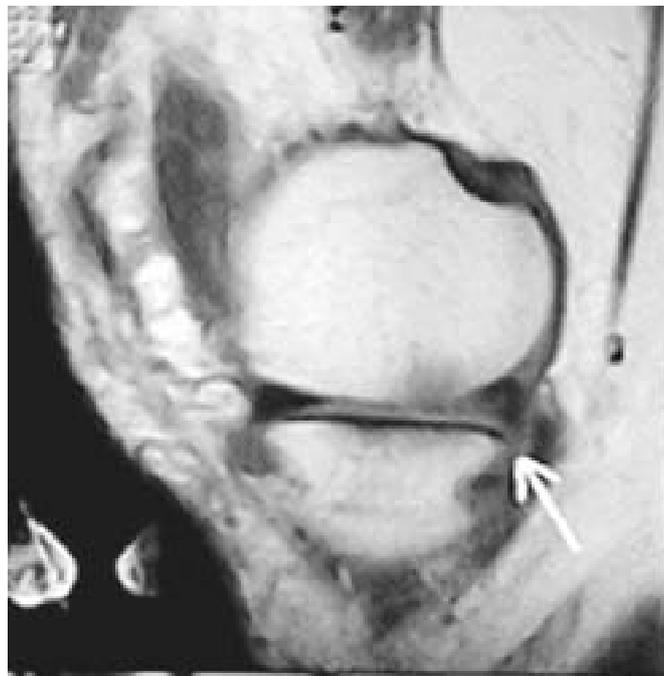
Магнітнорезонансна томографія колінного суглоба, сагітальна проекція, пошкодження заднього рогу медіального меніска
